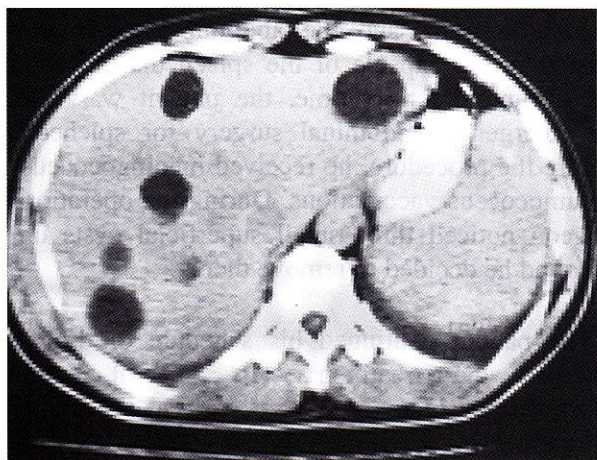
CT examinations were representative of characteristic features of six hydatid cysts in the liver (the largest measured 44sx33 mm)
